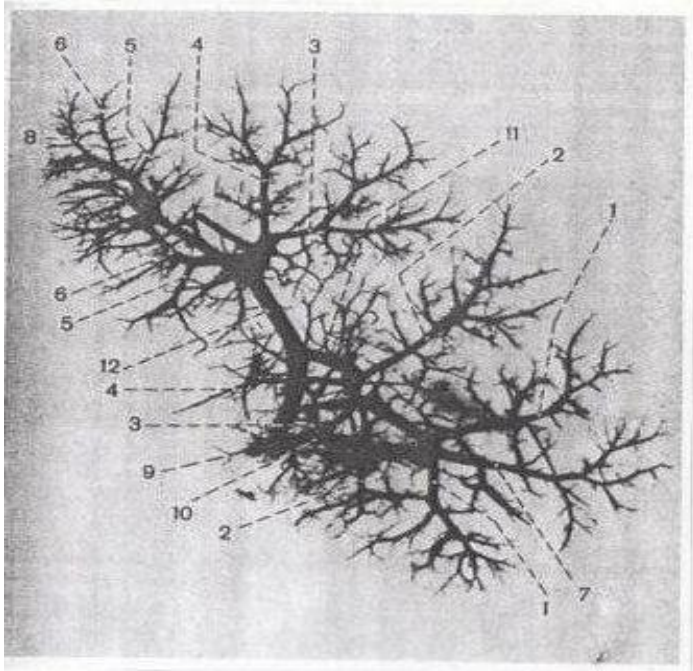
Спленорентгенограма
